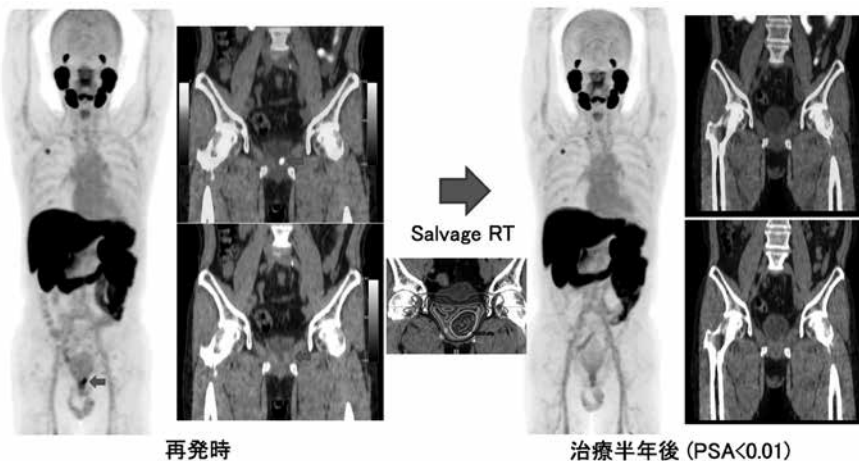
術後生化学的再発疑いの¹⁸F-PSMA-1007 PET画像 (PSA0.19ng/mL)
